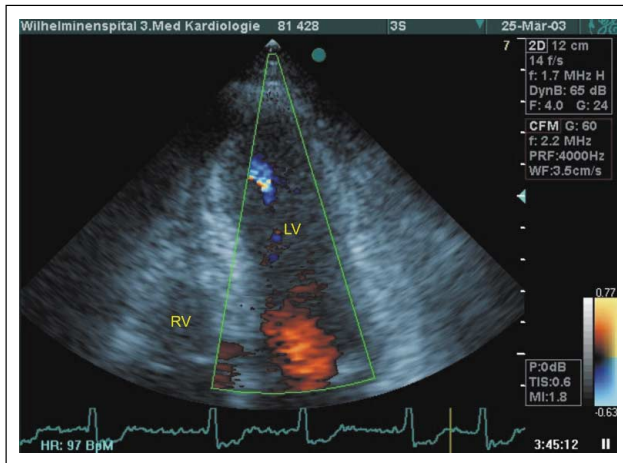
Apikaler Vierkammerblick, frühdiastolisches Farbdopplersignal mit gleichzeitig mitralem Einstrom (rot) und apikalem Abfließen (blau)
